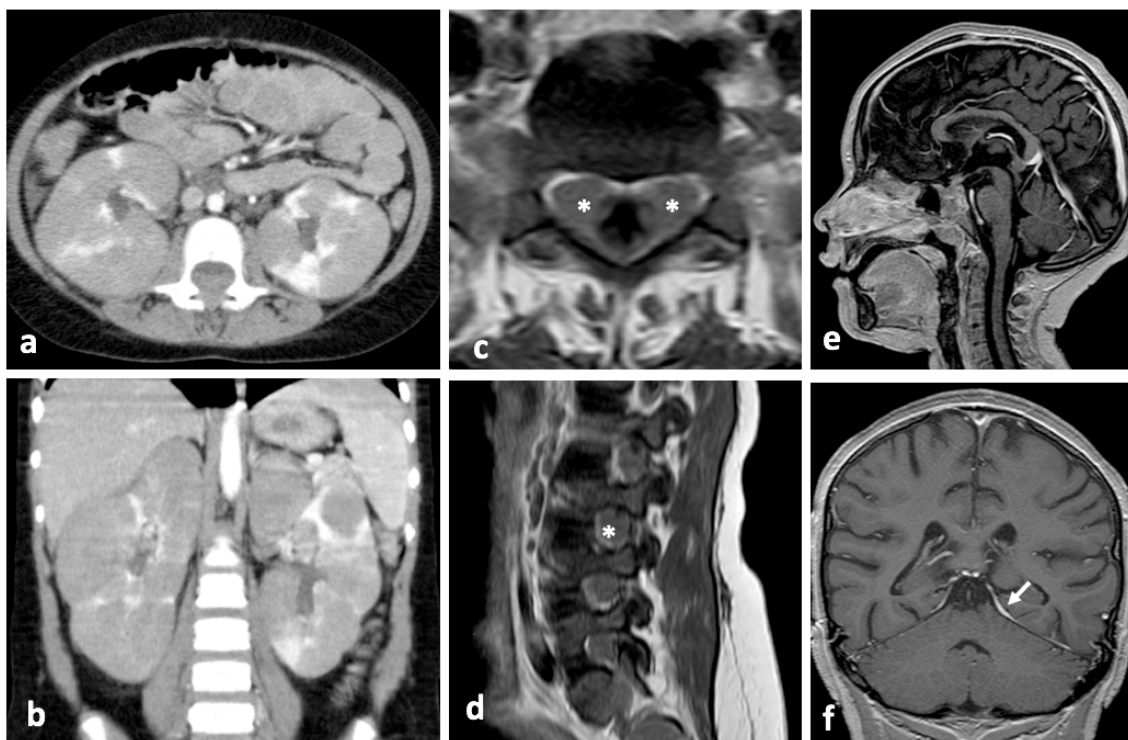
Paciente femenina de 7 años de edad. Tomografía contrastada de abdomen muestra múltiples lesiones redondeadas, hipodensas y homogéneas comprometiendo ambos riñones (a y b). Resonancia contrastada lumbar con engrosamiento difuso de las raíces nerviosas con aumento en la amplitud de los agujeros de conjugación (asteriscos blancos en c y d). Resonancia magnética de cerebro con engrosamiento del tallo hipofisiario 5 mm por infiltración secundaria (e) y realce meníngeo del tentorio bilateral de predominio izquierdo (f). Resultado de aspirado de médula ósea y laboratorios compatibles con leucemia.
